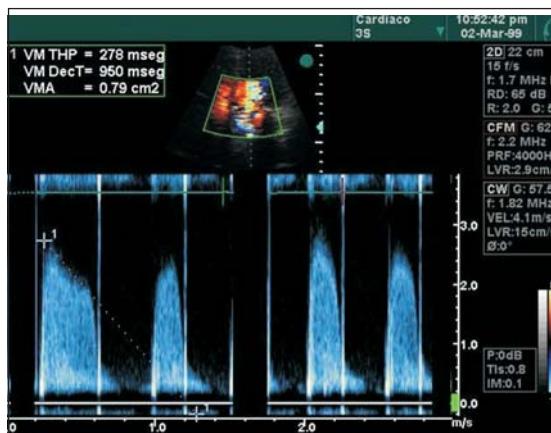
Ecocardiograma transtorácico. Tiempo de hemipresión con área calculada en 0,79 cm²
